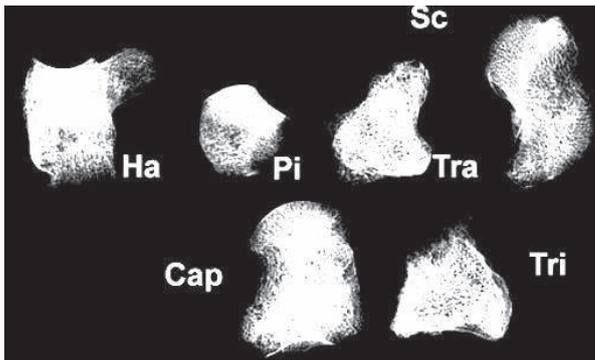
Radiographie des os du carpe érodés
